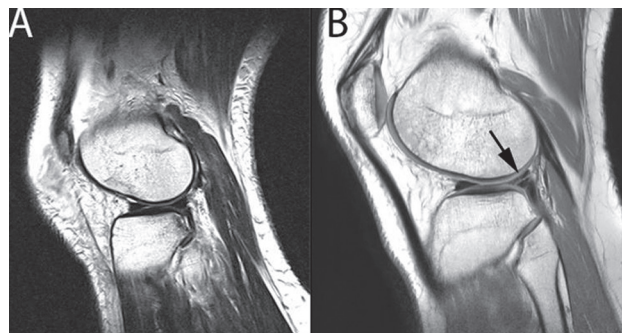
МРТ (режим T1 SE) коленного сустава в сагиттальной проекции (А) в первые недели после травмы. МРТ (режим T1 SE) спустя 5 месяцев после выполнения первого исследования (В). Визуализируется повреждение заднего рога наружного мениска (черная стрелка)
